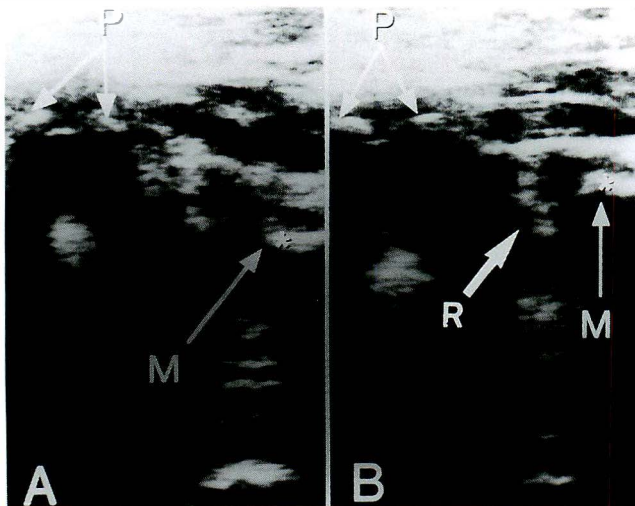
整復前後像 A：整復前画像 M 点は後方に偏位し、健側に見られる弓状エコー像は描出されていない。B：整復後画像 M 点は前方に移動し、弓状エコー帯(R)が出現している
